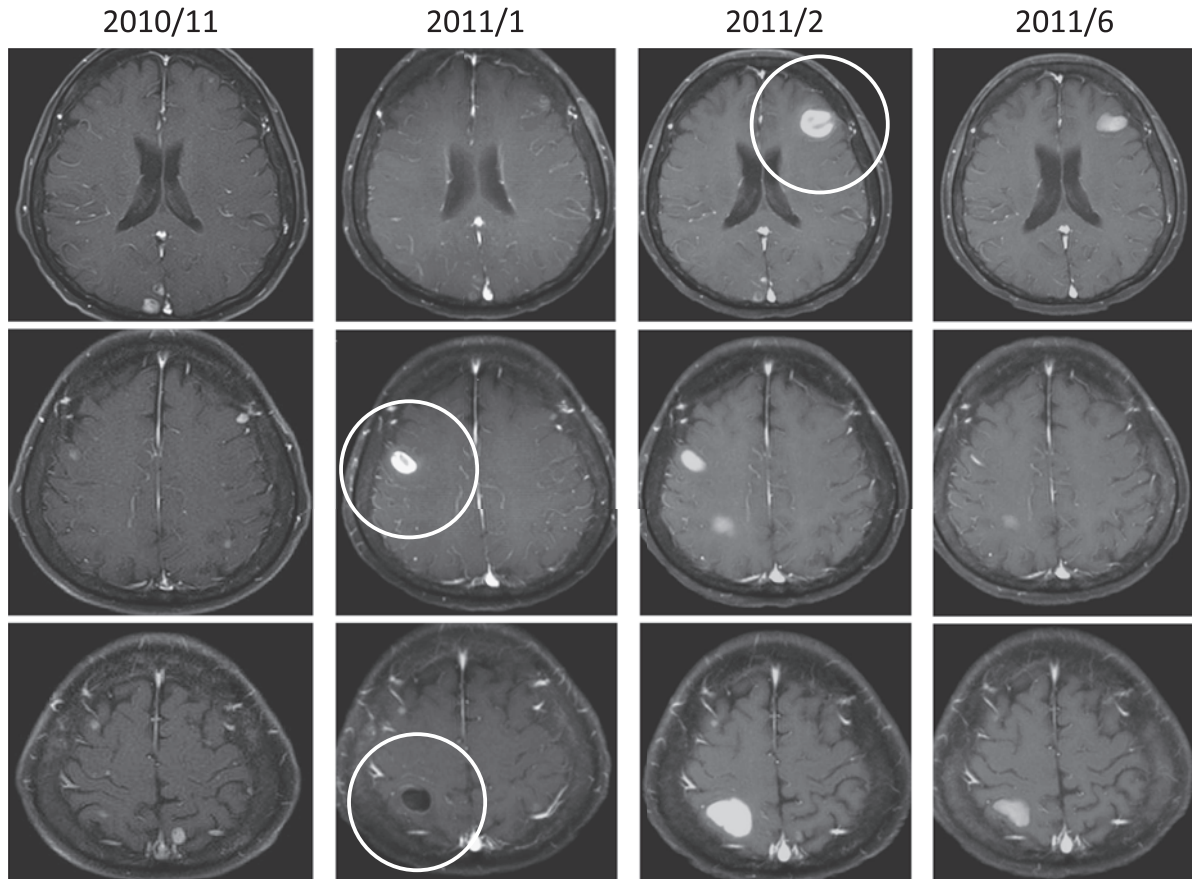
Clinical course of patient as observed on contrast-enhanced T1-weighted brain MR images.
